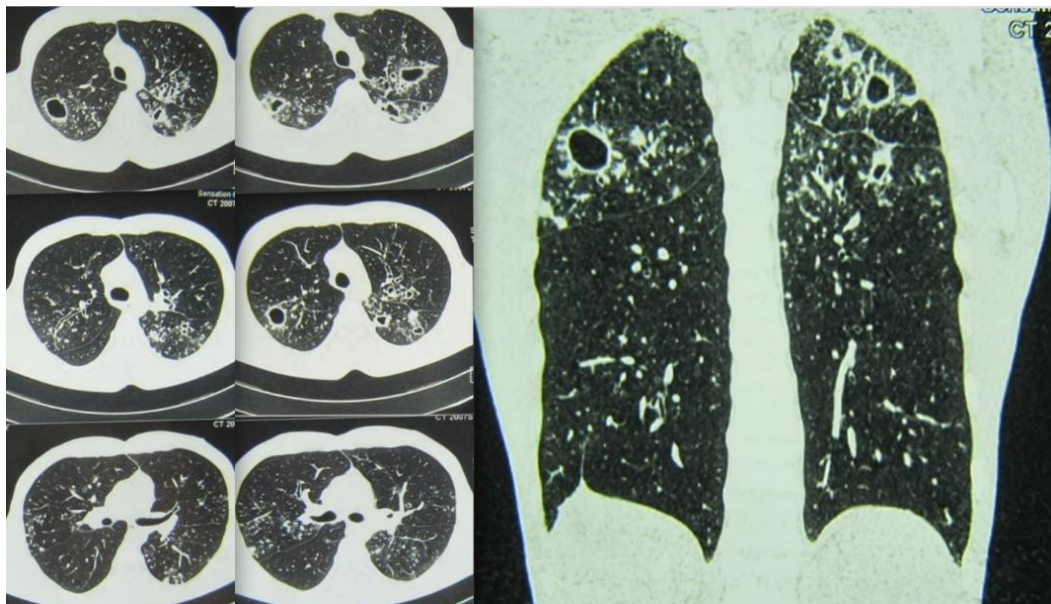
Компьютерные томограммы пациента С. при поступлении. Верхние доли уменьшены в объеме за счет массивного пневмофиброза. Справа в C1C2 фиброзная каверна до 4 см в диаметре, слева в C1-2 каверна до 4 см, в C6 несколько каверн до 2,0 см в диаметре. Во всех отделах легких – множественные полиморфные очаги диссеминации, местами сливного характера
